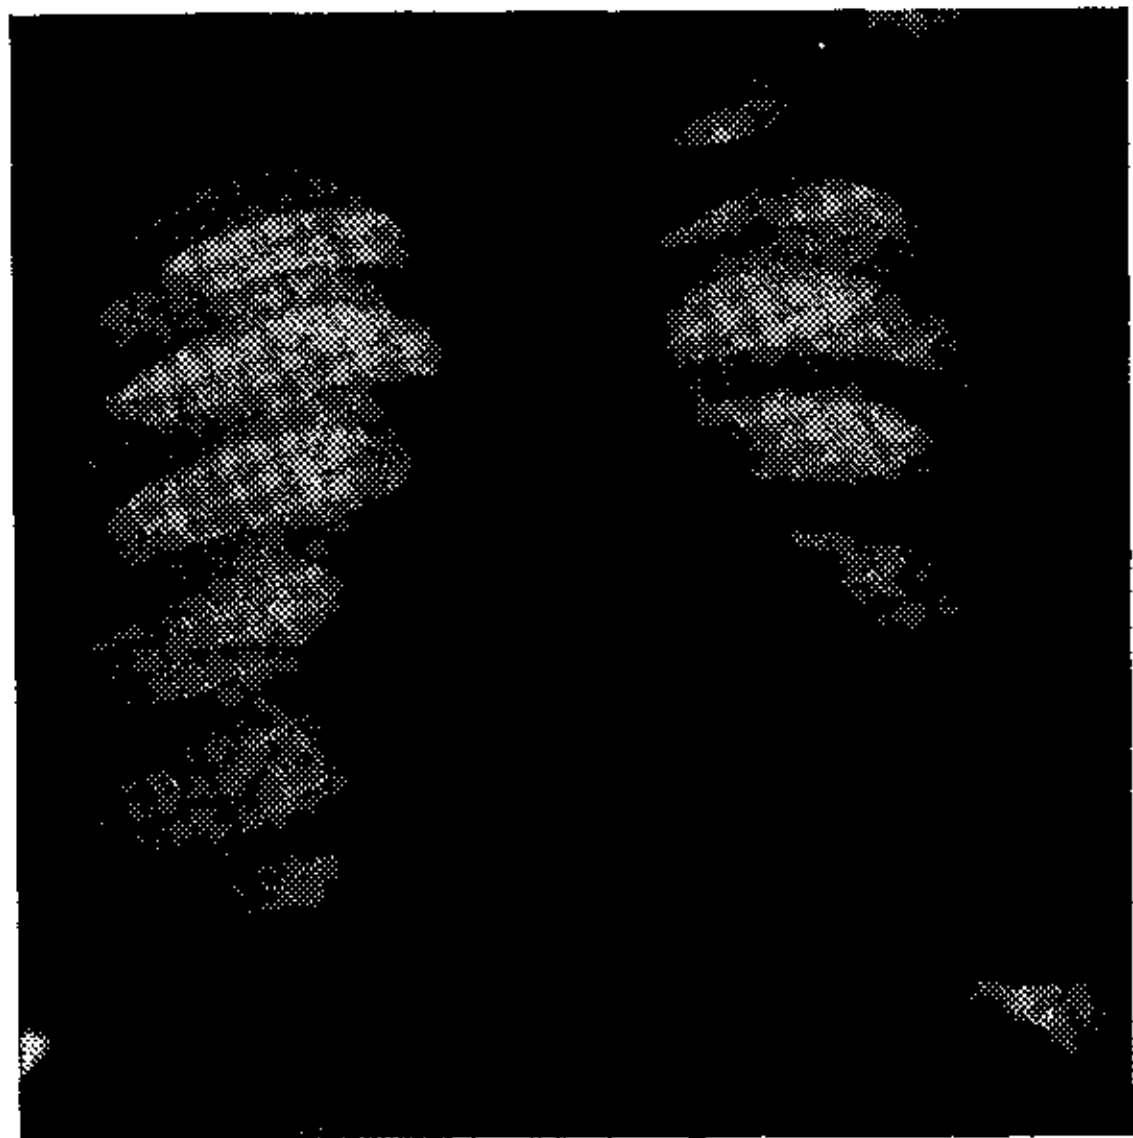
Teleradiografía, Obs. N^o 5.
